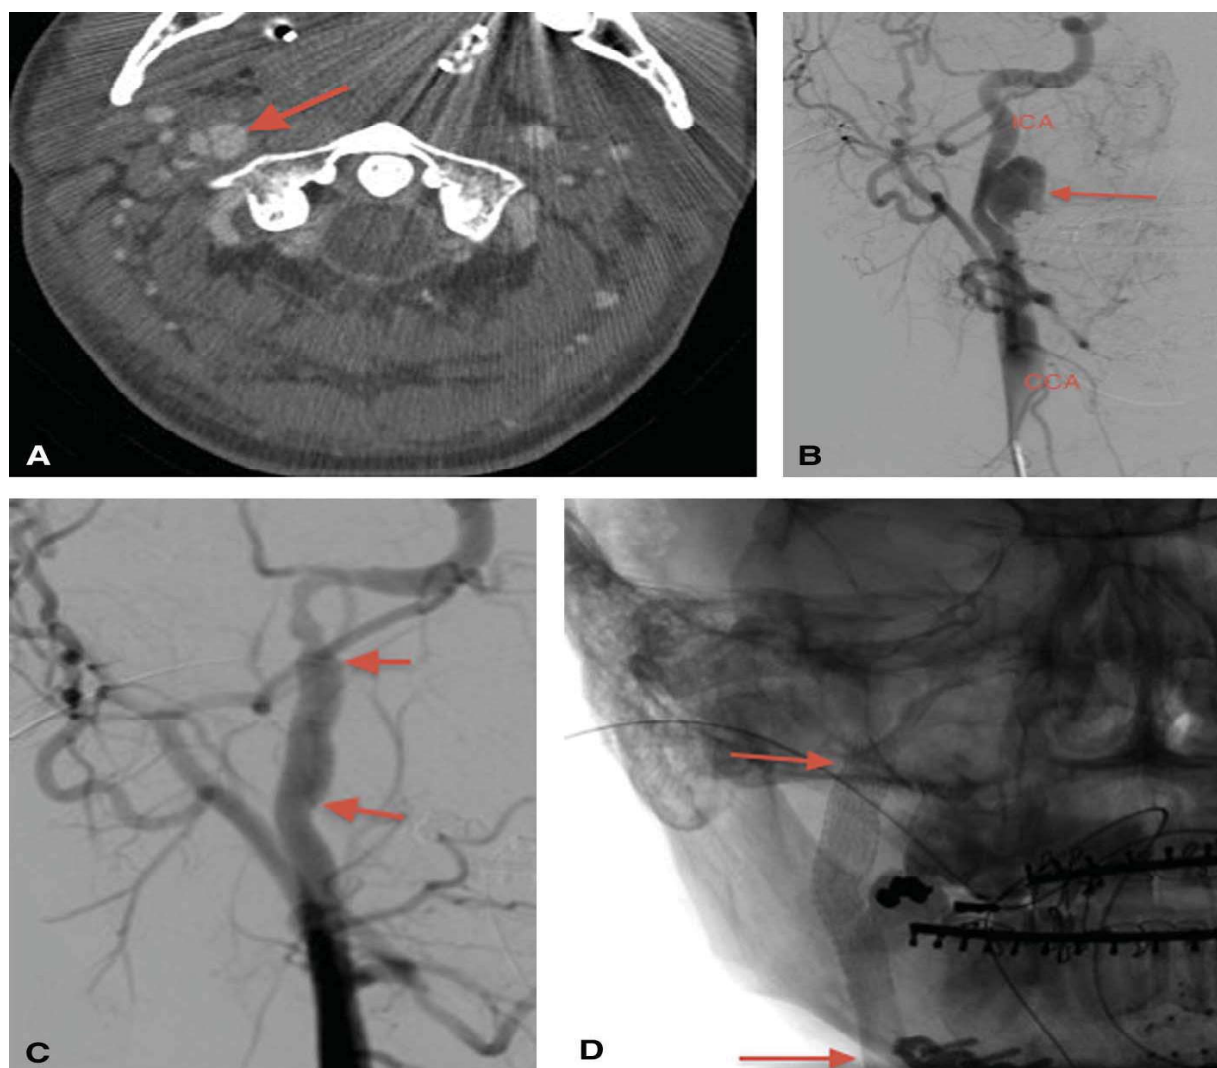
Traumatic carotid pseudoaneurysm. (A) Single-axial computed tomographic angiogram image of the neck, demonstrating a large pseudoaneurysm (arrow) arising off the medial wall of the right internal carotid artery (ICA). (B) Digital subtraction angiography (DSA) image, demonstrating the same large pseudoaneurysm (arrow). (C) DSA image, demonstrating a stent graft (arrows) in the high cervical ICA with complete exclusion of the pseudoaneurysm; note the poststent vasospasm. (D) Facial radiograph with the stent graft (arrows) in situ. CCA - common carotid artery.
